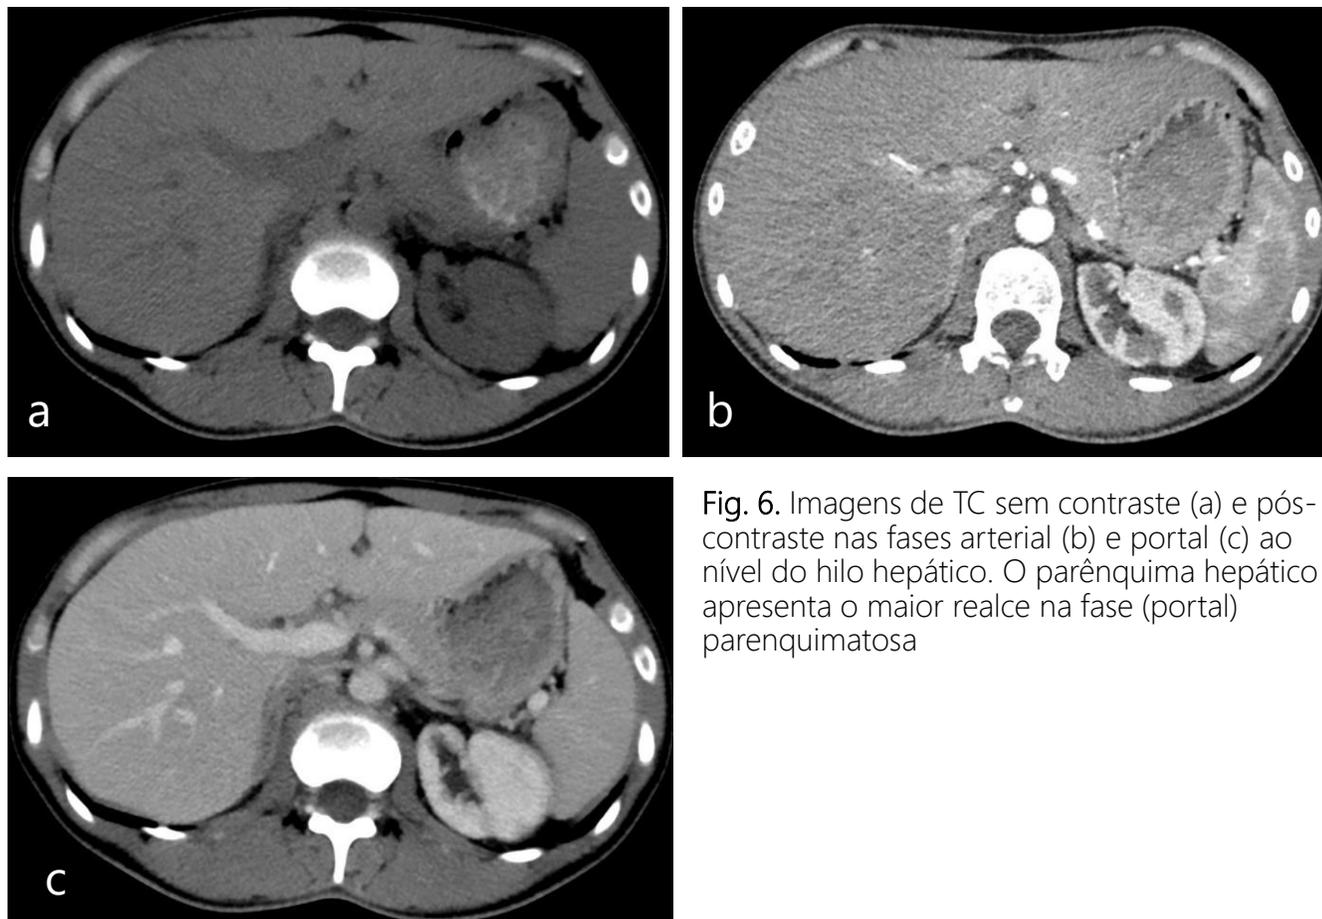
Imagens de TC sem contraste (a) e pós-contraste nas fases arterial (b) e portal (c) ao nível do hilo hepático. O parênquima hepático apresenta o maior realce na fase (portal) parenquimatosa
